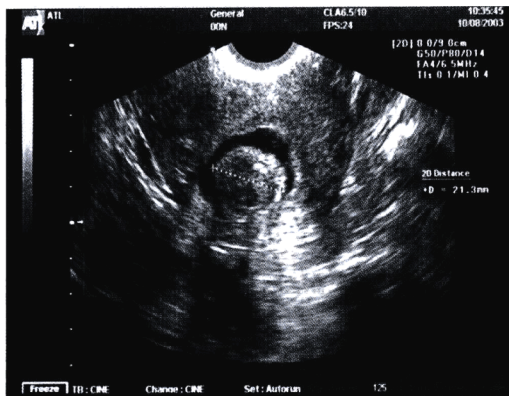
盐水输注经阴道超声检查提示宫腔病灶, 宫腔镜检查确诊为子宫肌瘤。
